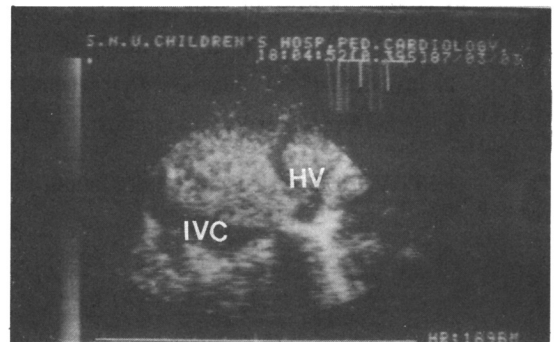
Two-dimensional, color-coded Doppler echocardiographic image of the hepatic veins(HV). Red color shows hepatic regurgitant flow of tricuspid regurgitation.
